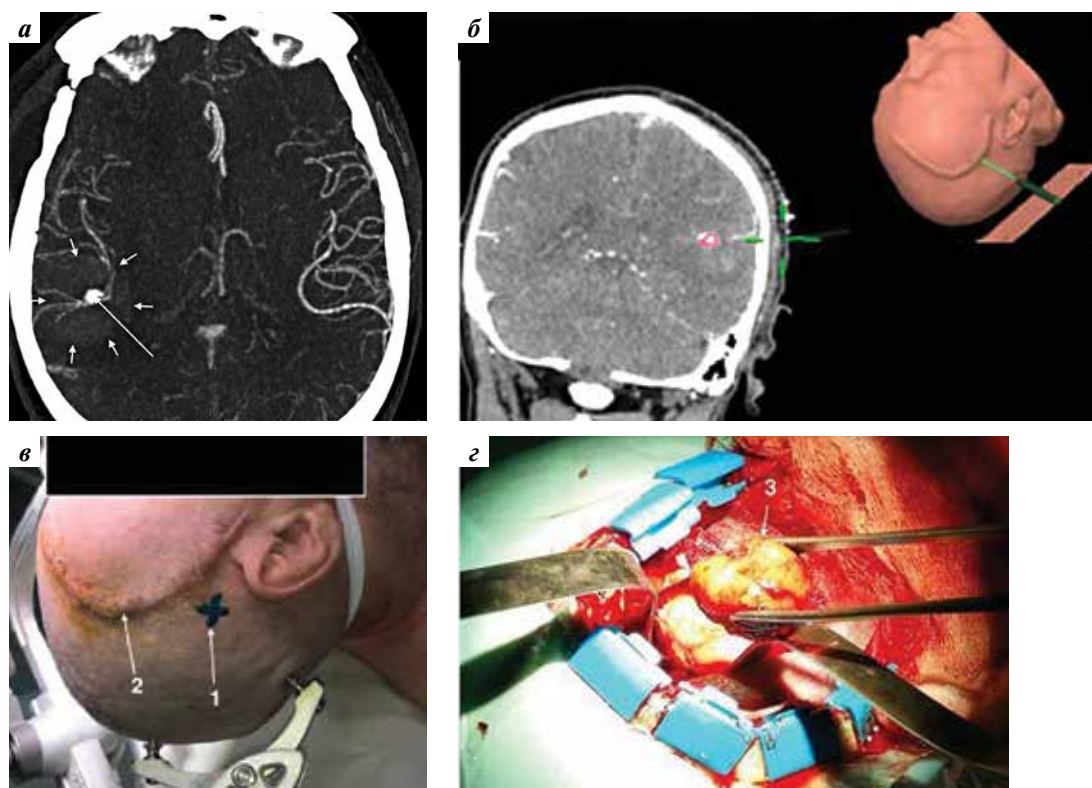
Повторное лечение пациента С.: а – контрольная компьютерная томография интракраниальных артерий; б – использование системы нейронавигации BrainLab в удалении дистальной аневризмы правой средней мозговой артерии, предоперационная разметка хирургического доступа и расположения аневризмы (обозначена красной точкой); в, г – интраоперационные фотографии; в – положение пациента на операционном столе в процессе разметки проекции аневризмы на коже; г – иссечение аневризмы. 1 – проекция расположения аневризмы; 2 – послеоперационный рубец; 3 – иссеченная аневризма
